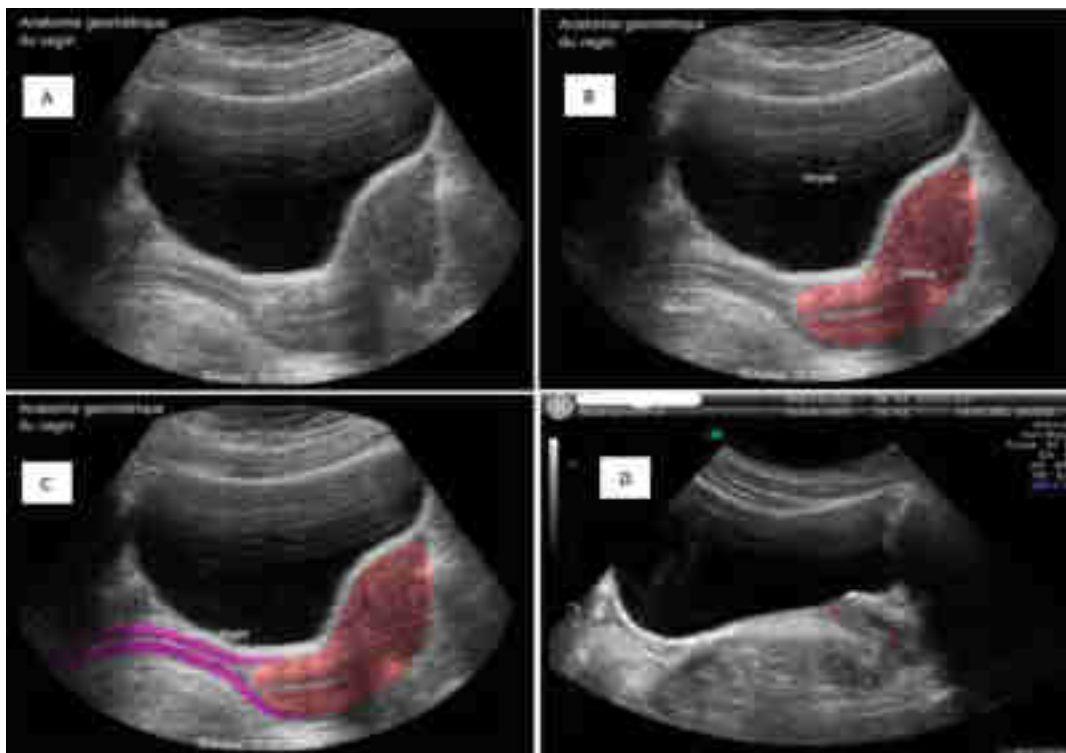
Échographies de l'appareil génital féminin avec vessie pleine.
